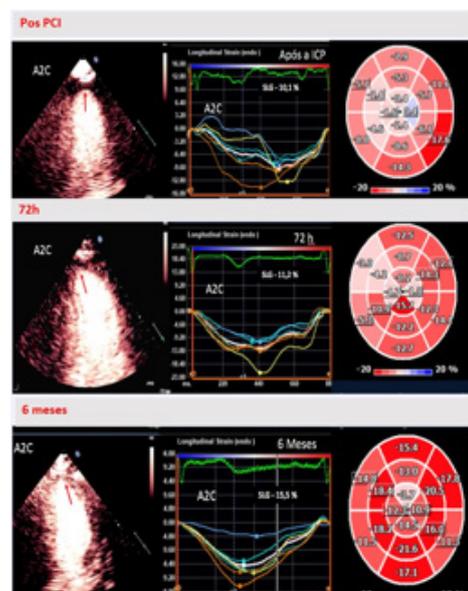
Ecocardiograma de perfusión, análisis de Strain pos ATC, 72h y 6 meses.
